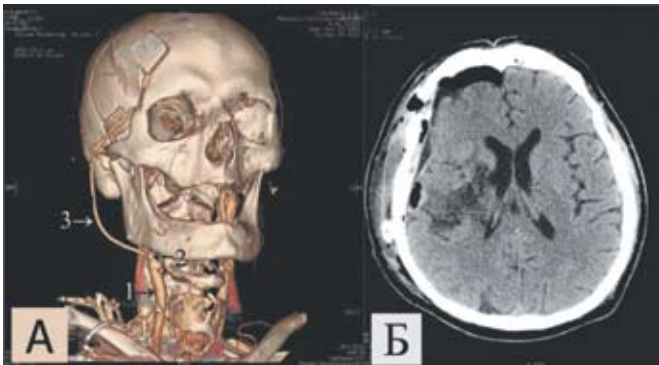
А. КТ-АГ (3D-реконструкция) на 10-е сутки после операции. 1 — правая ОСА, 2 — место анастомоза проксимальной части шунта с ОСА, 3 — шунт. Б — КТ головного мозга на 1-е сутки после операции. Скопление воздуха над лобной долей и под костным лоскутом в зоне операции.
